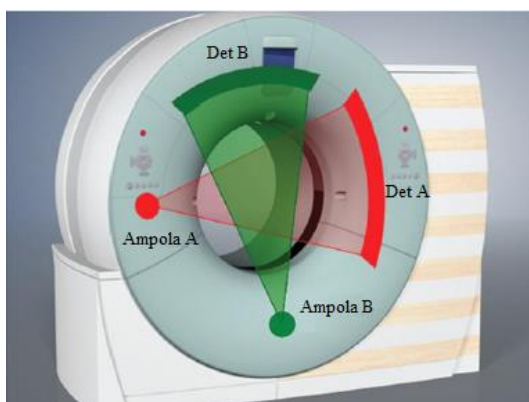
Configuração do par ampoladetector da TC de dupla fonte dupla energia
